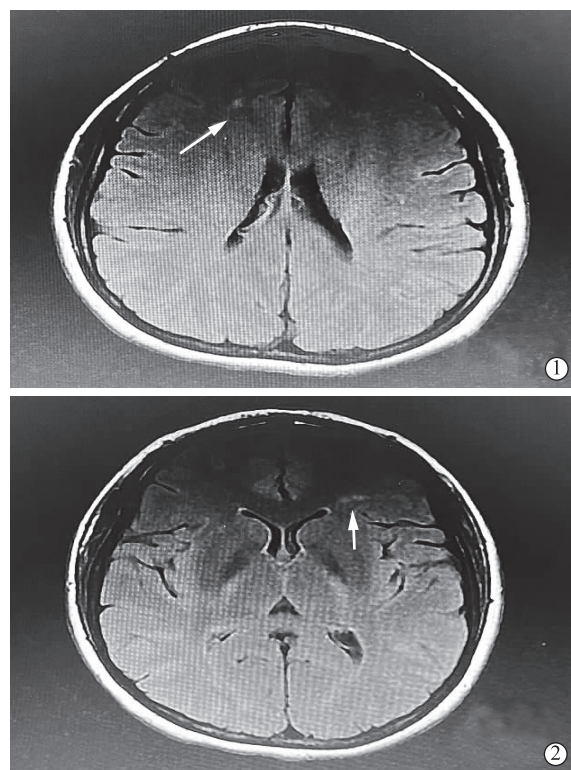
~2 头颅MRI示磁共振成像液体衰减反转恢复序列(Fluid attenuated inversion recovery,FLAIR)呈现双侧额叶高密度影
